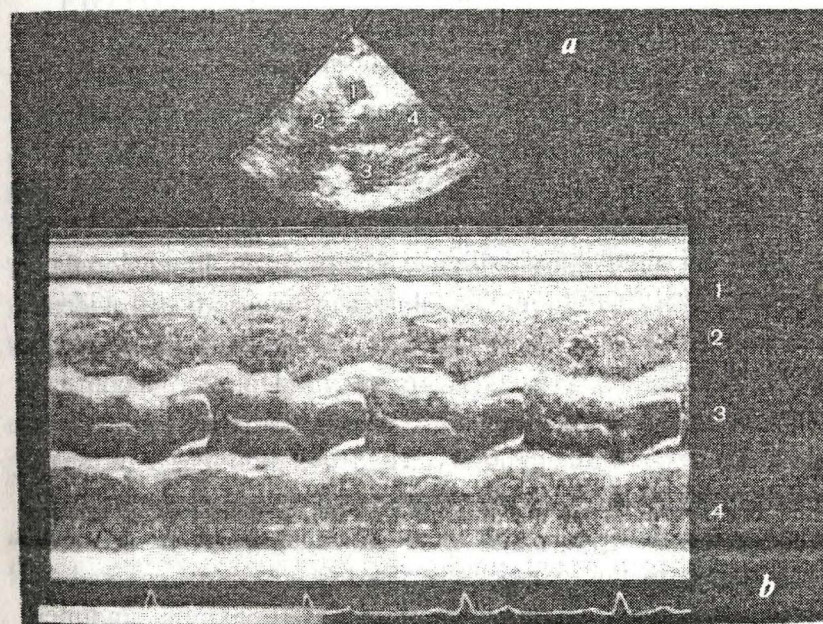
a* – Ecocardiografie bidimensională: 1 – ventriculul drept; 2 – ventriculul stâng; 3 – aorta; 4 – atriul stâng;
